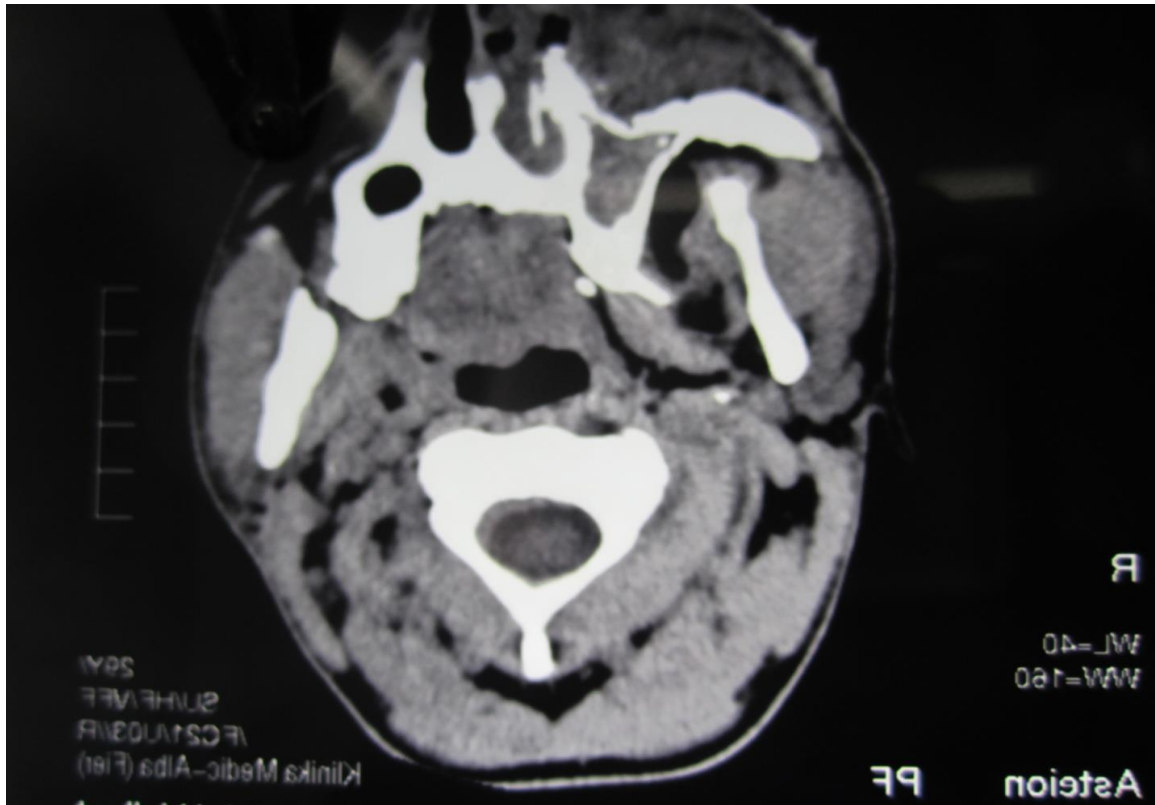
CT e frakturës së kompleksit zigomatiko maksilar.
